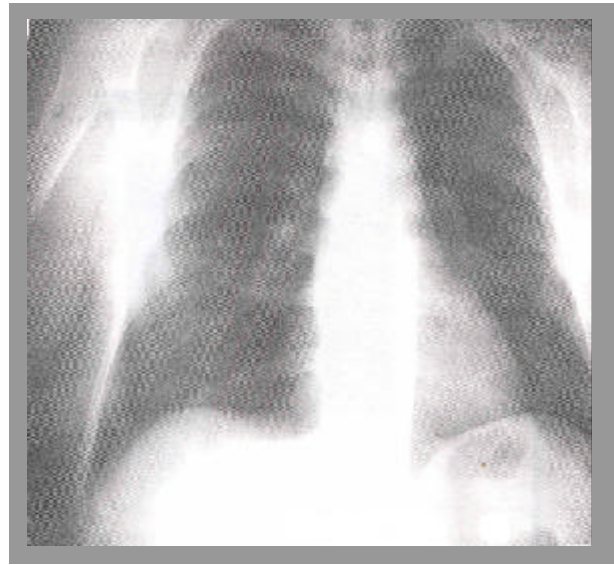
Radiografía de tórax caso 4
